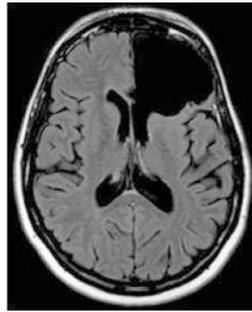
IRM post-opératoire d'un patient après la résection complète du lobe frontal gauche ⁴¹ Disponible sur http://www.academie-medecine.fr/images/publications/2011/1/2011.1.pdf-45_1.jpg
